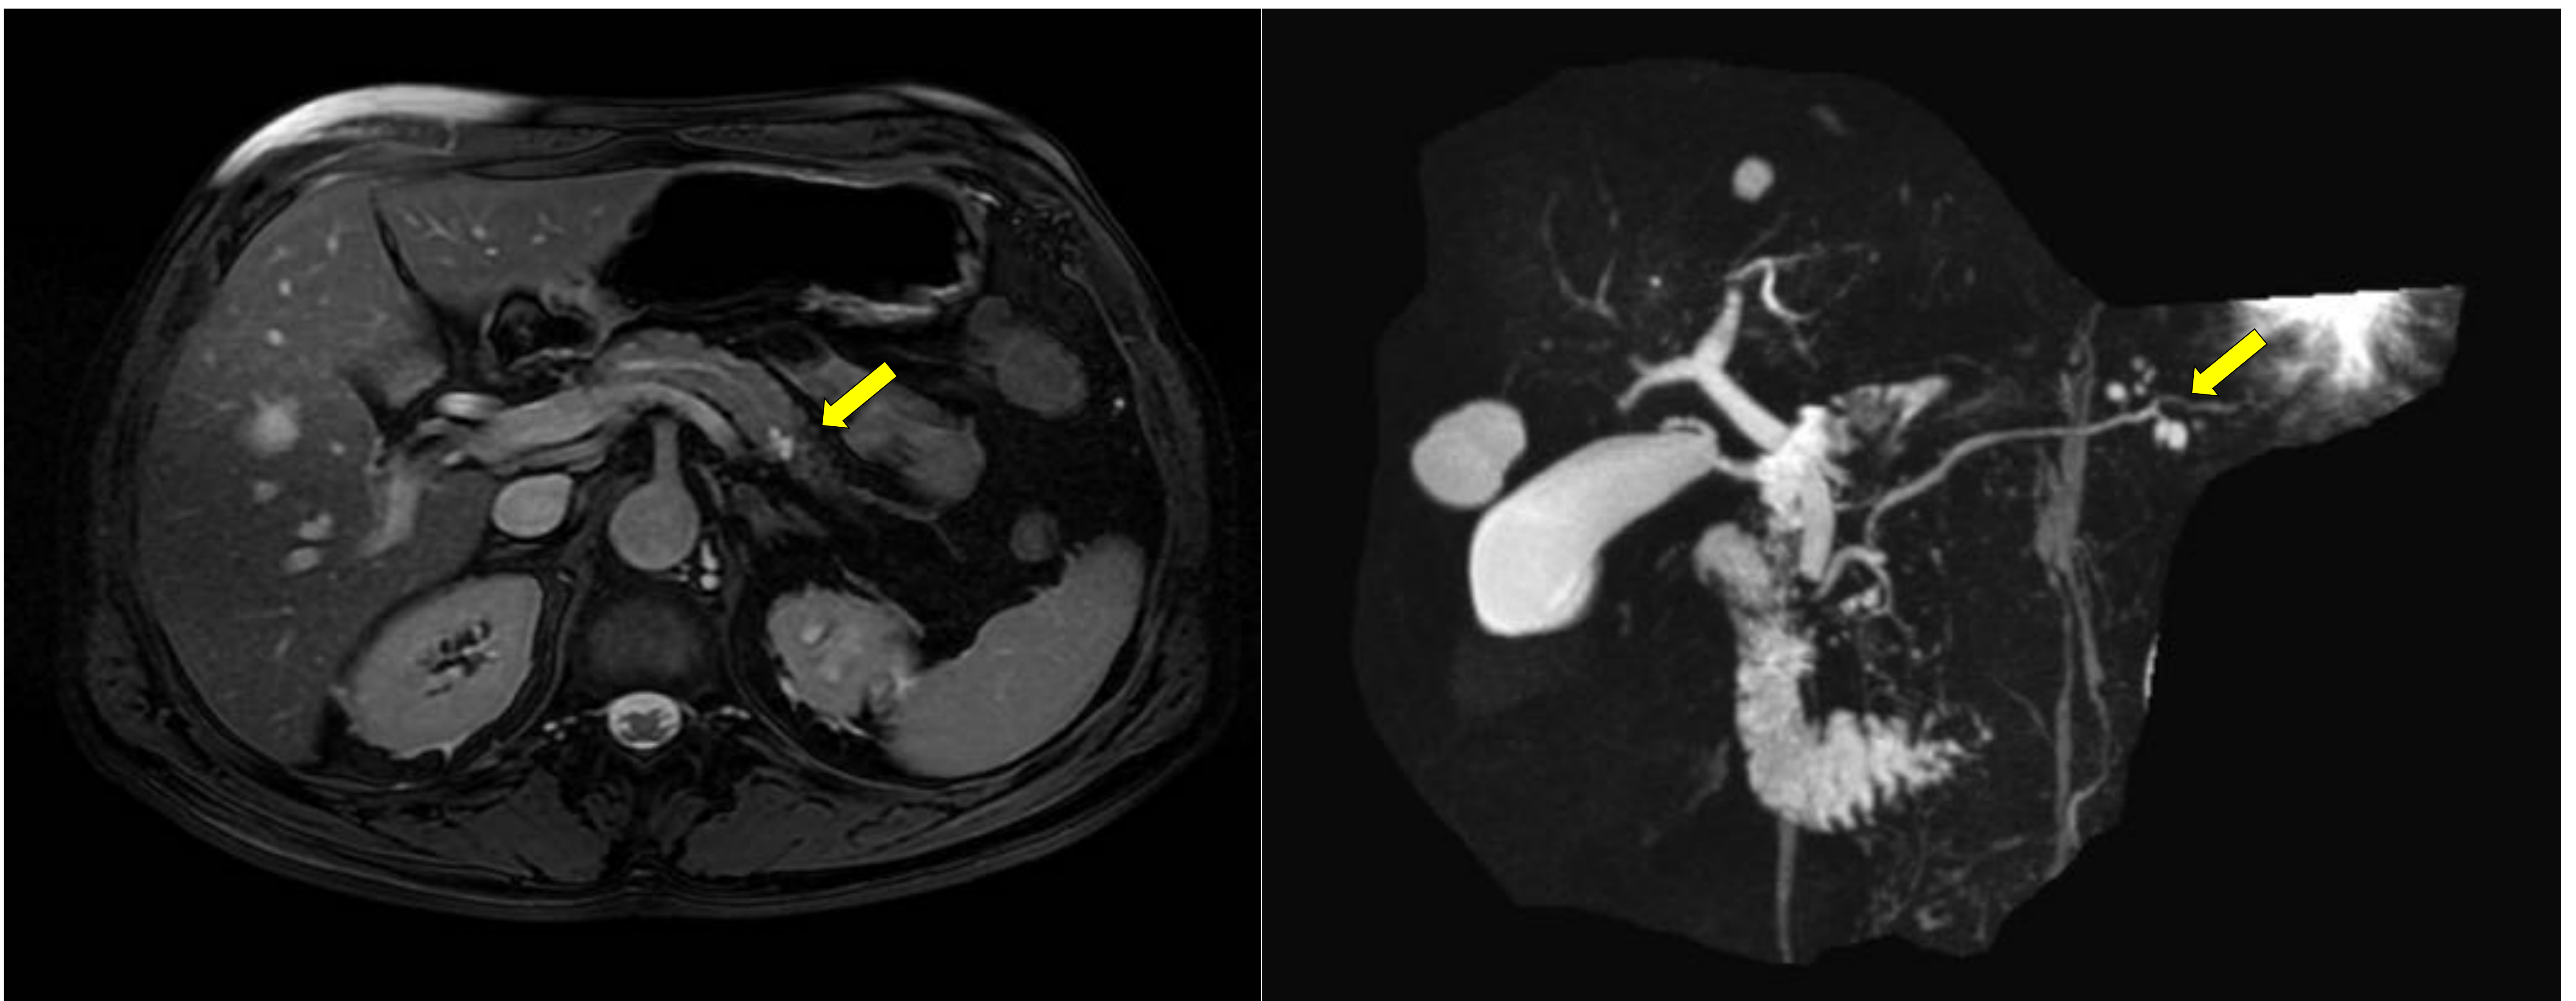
Lesiones quísticas en cola pancreática en RM potenciadas en T2. En la colangioRM de la derecha se observa las lesiones quísticas que no dilatan el conducto pancreático y se observa la unión quiste-conducto a través de un cuello estrecho. Hallazgos radiológicos compatibles de TPMI de rama secundaria. Hospital Universitari de Tarragona Joan XXIII/ES.
